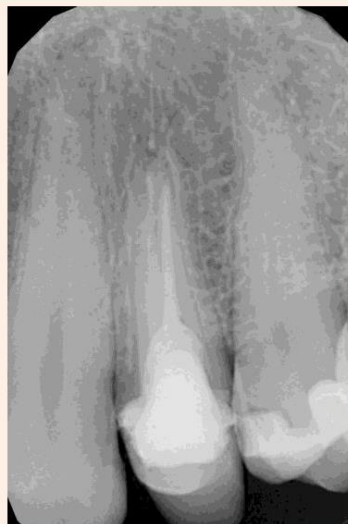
Radiografía del poste y reconstrucción del muñón.
